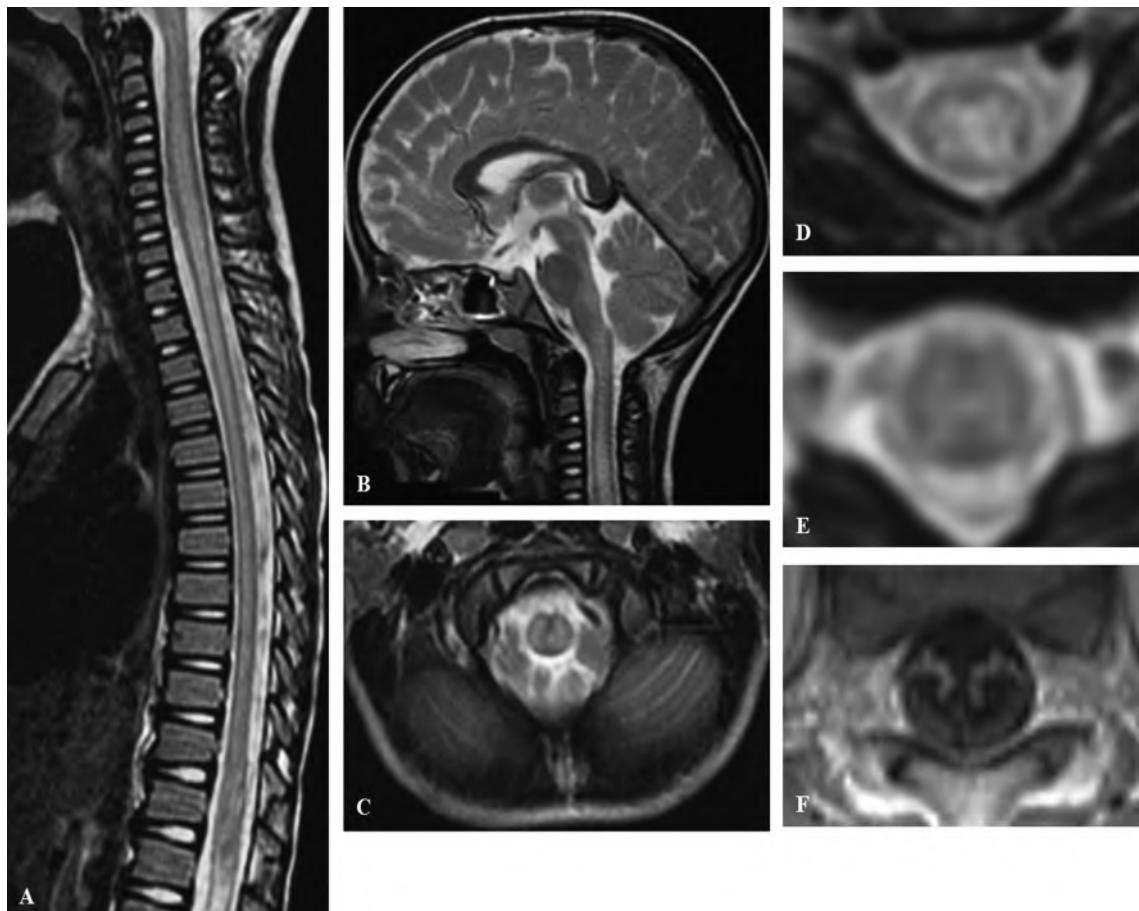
急性弛緩性脊髄炎のMRI所見（文献3から引用）
